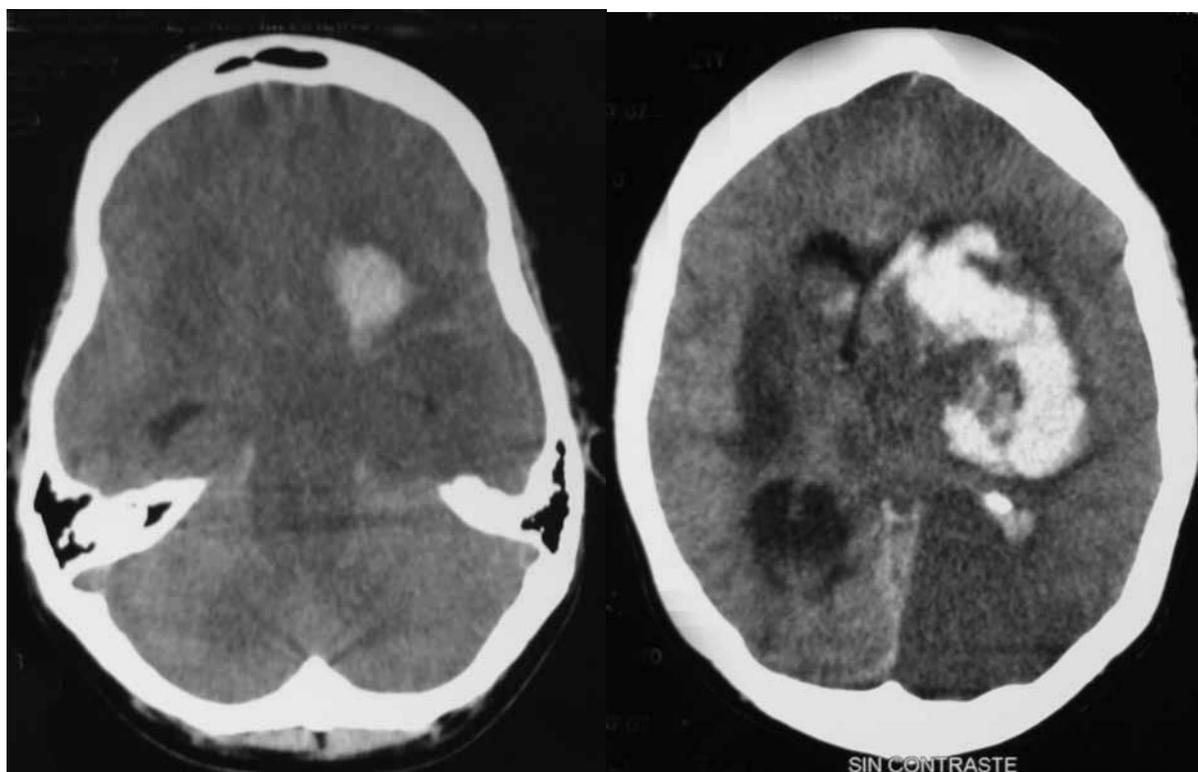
Caso 1. Tomografía cerebral: hemorragia de ganglios basales izquierdos con invasión ventricular y edema cerebral.
